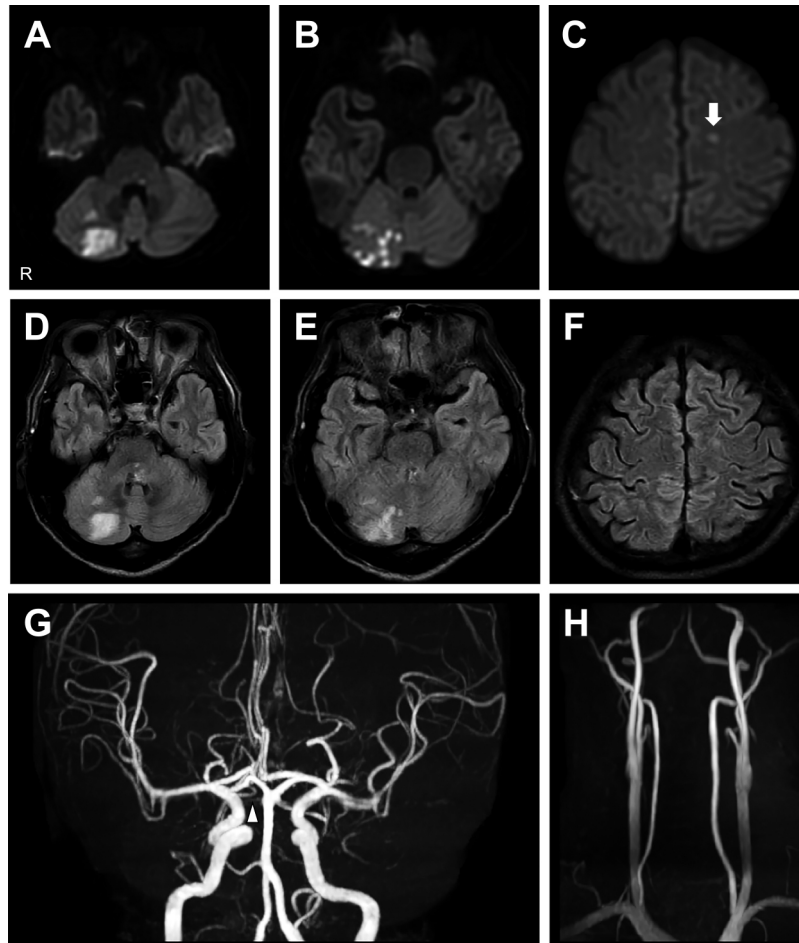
Brain MRI findings before treatment.
